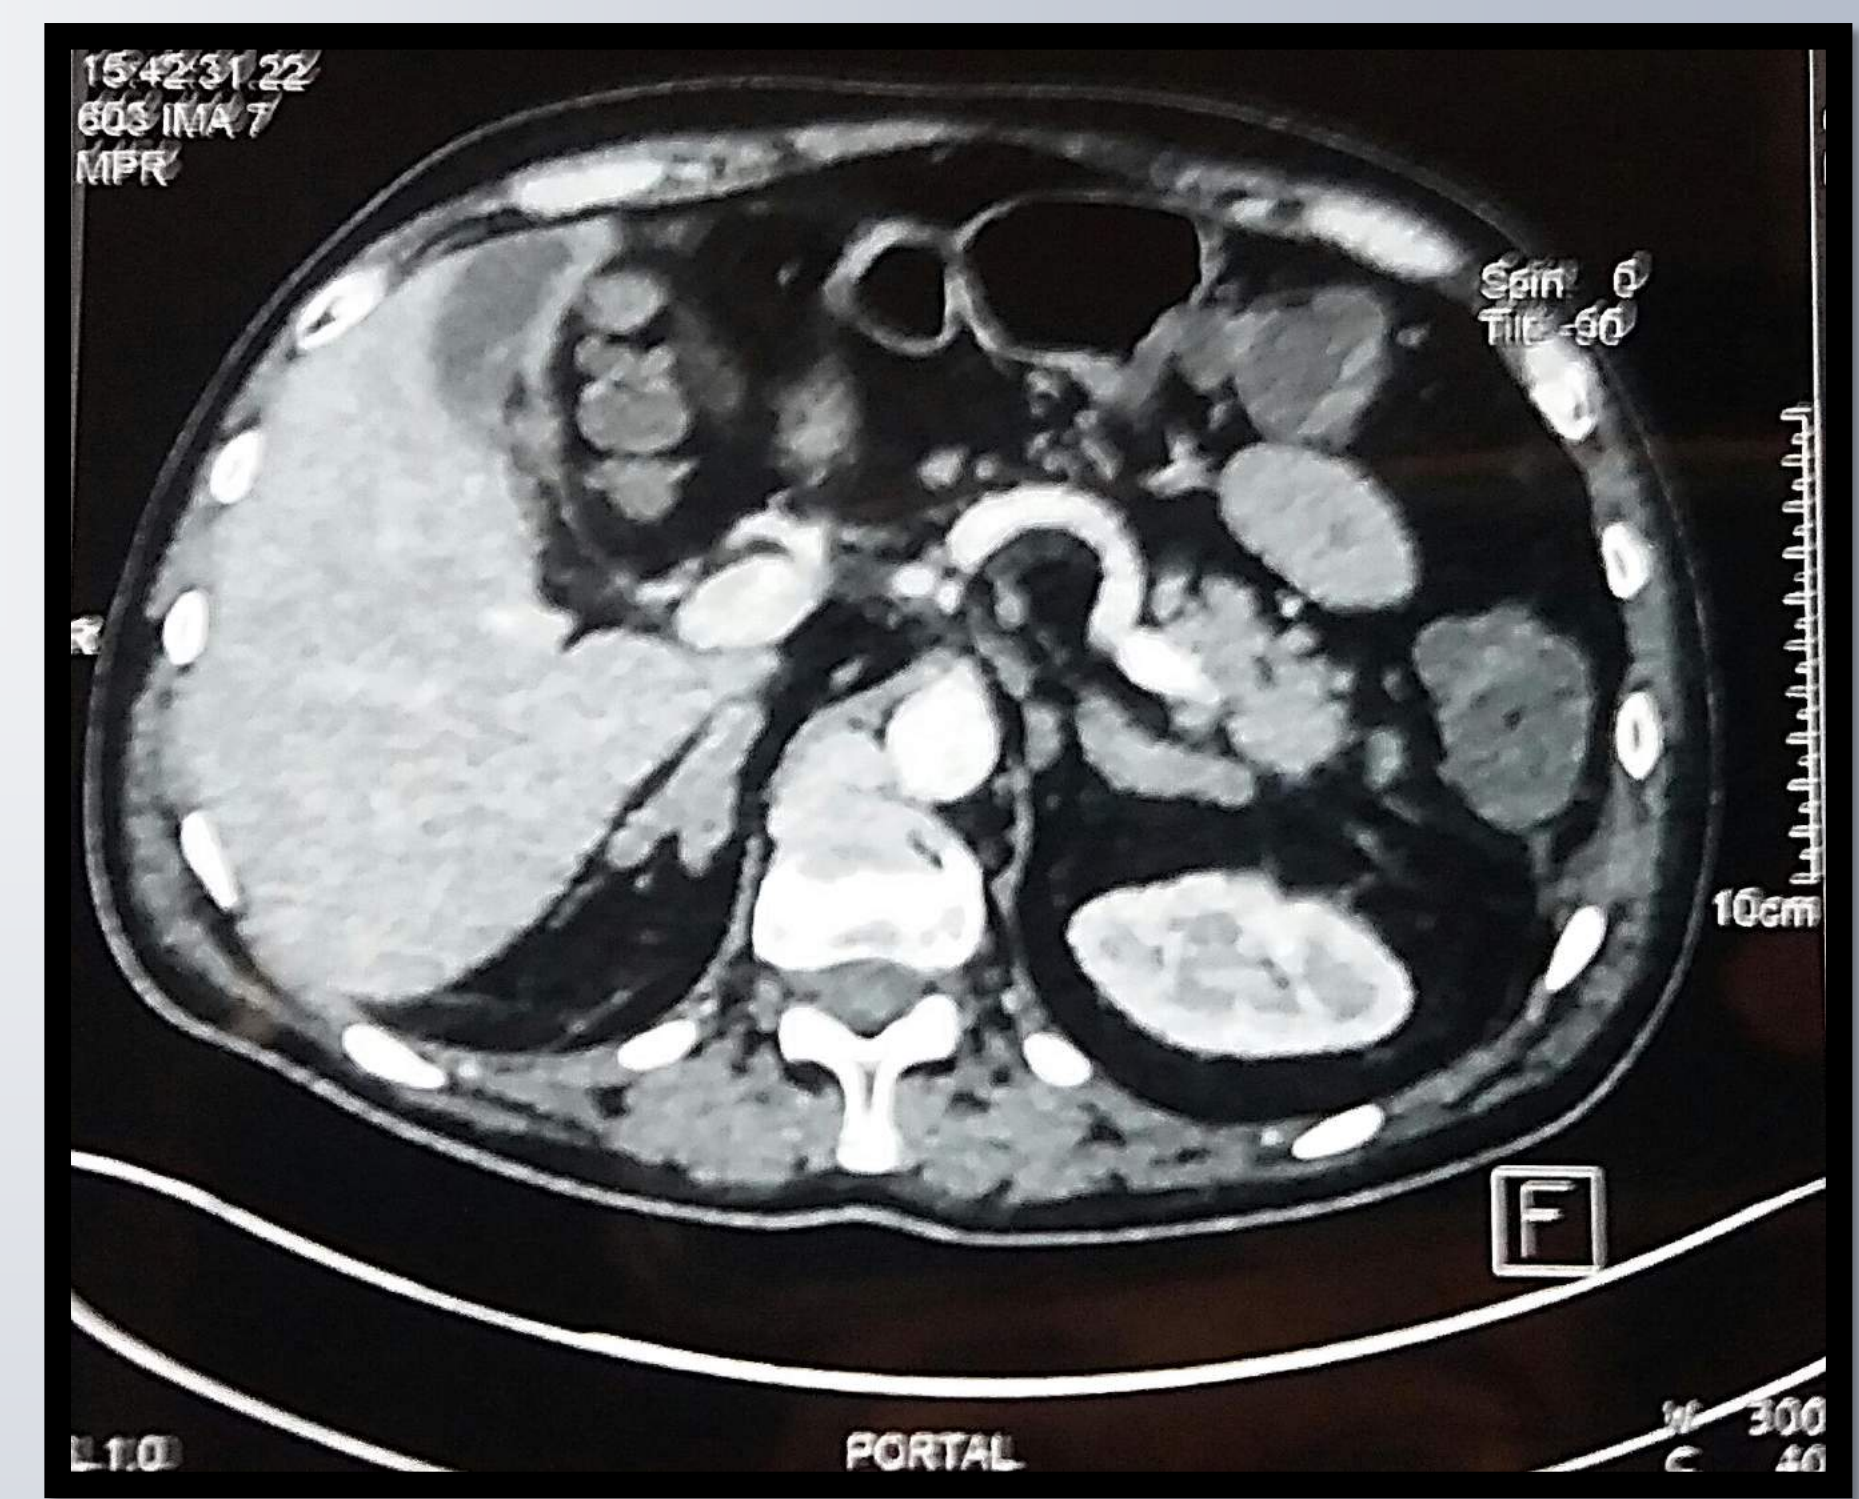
TDM des surrénales
